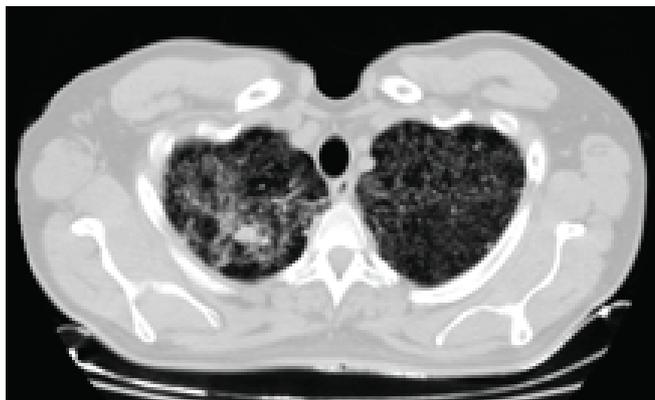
TAC de Tórax donde se observa patrón intersticial de tipo nodulillar bilateral
